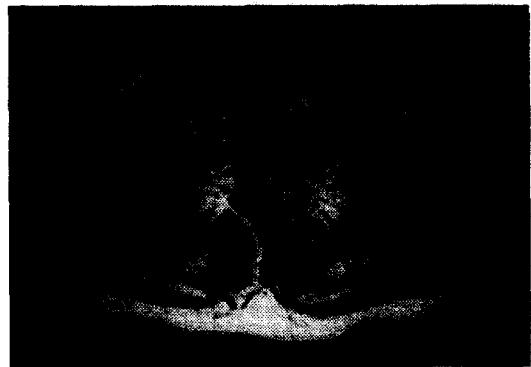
T_2 weighted MRI scan shows tracheal lumen nearly obstructed by high signal intensity mass.
